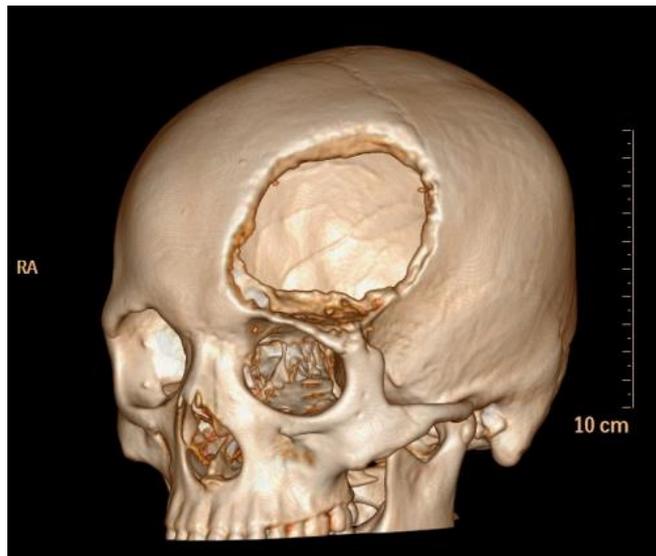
КТ картина черепа пациента до операции краниопластики, 3D-реконструкция.
